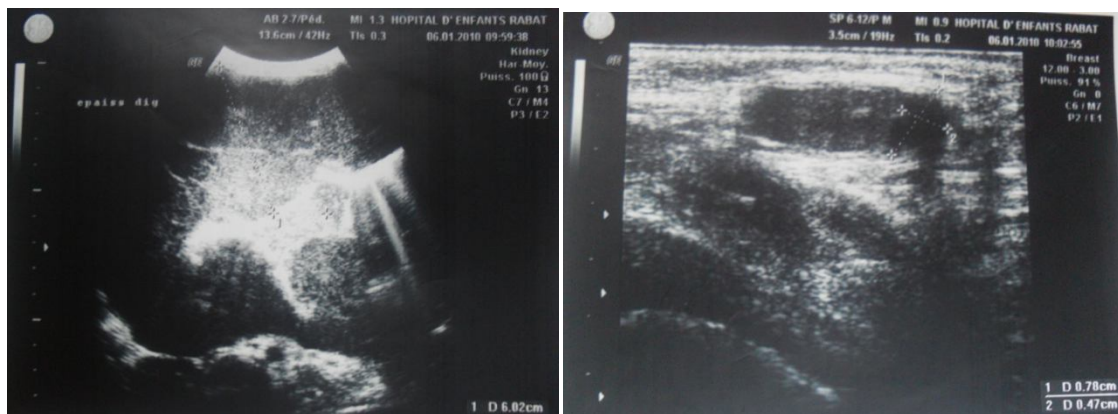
images d'échographie objectivant :
